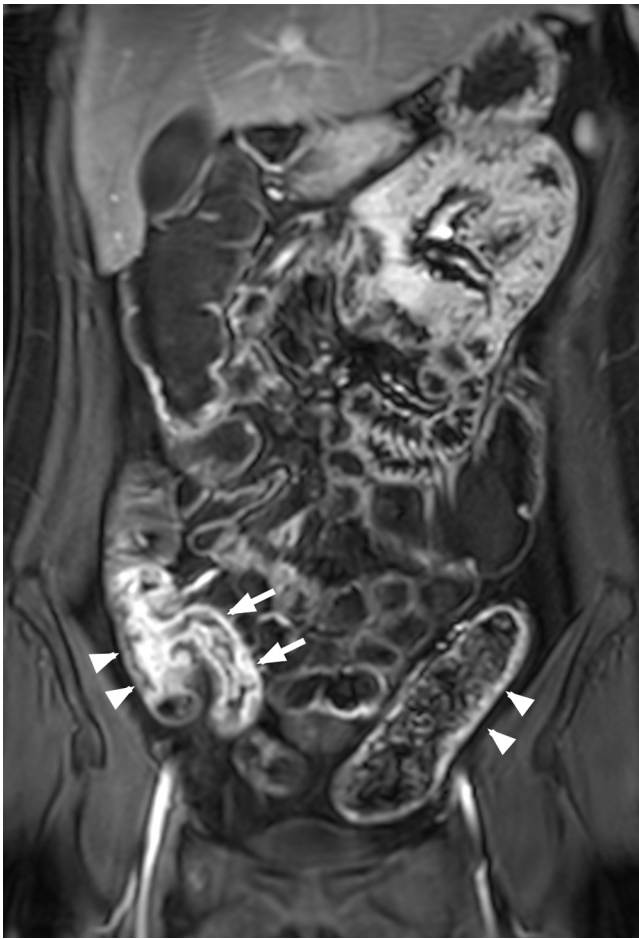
Mujer de 20 años. La RM intestinal con CGd demuestra un realce de la pared de un segmento de 7 cm de íleon terminal (flechas) y de 8 cm de ciego y colon ascendente (punta de flecha) y realce en la pared del colon descendente (puntas de flecha), por enfermedad de Crohn, con actividad inflamatoria.
